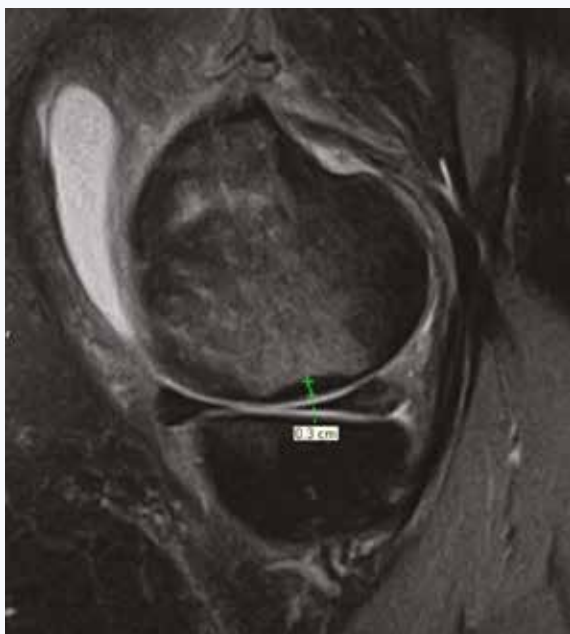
МР-томограмма в сагиттальной проекции (PD-FS). Гипоинтенсивное «утолщение» при переломе недостаточности (измерено)
